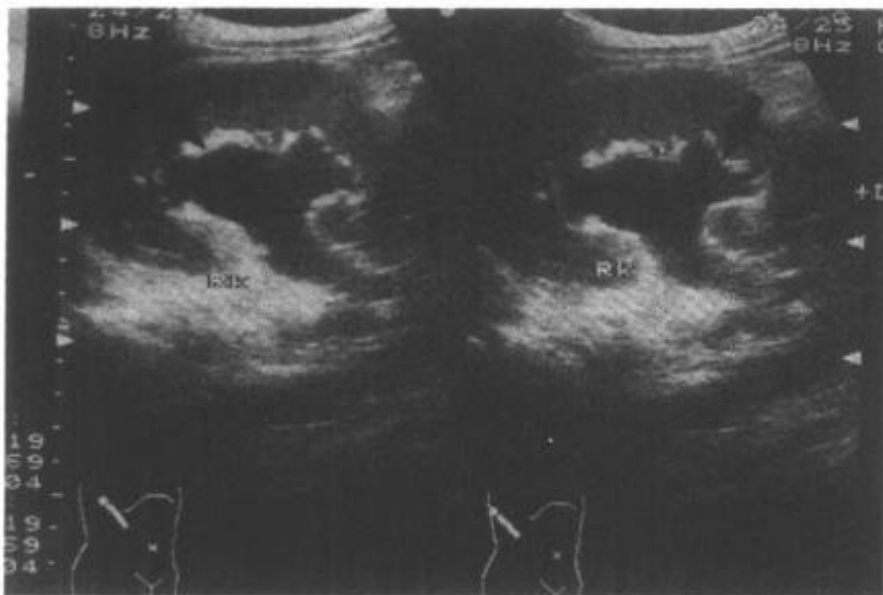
超声示右肾“烟斗”形积水(↑)
